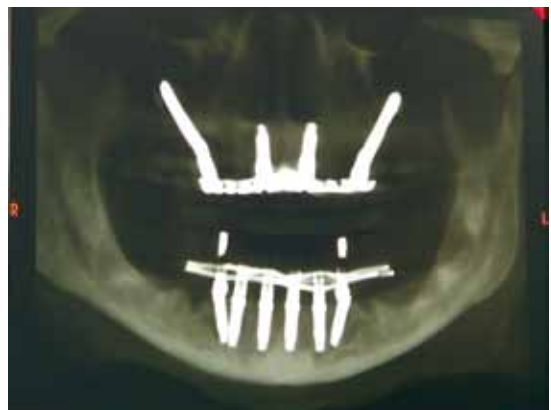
Corte panorámico de la CBCT.
